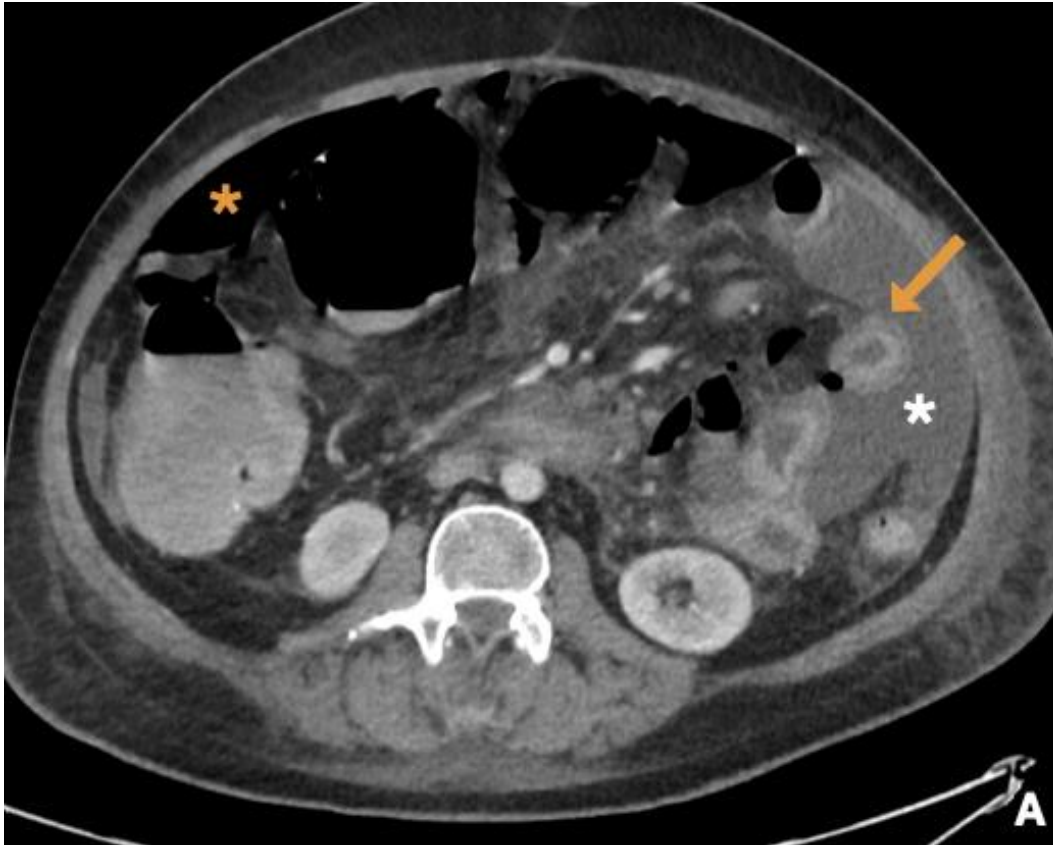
Mujer de 35 años con LNH extranodal con afectación de asas yeyunales (asterisco en A). Durante un ingreso por clínica infecciosa abdominal presenta shock hemorrágico por lo que se realiza TC abdomino-pélvico sin (B) y tras la administración de contraste intravenoso en fases arterial (C) y venosa (D) donde se constata en la luz de un asa yeyunal afectada un foco de extravasación de contraste (flecha amarilla) en fase arterial que aumenta en fase venosa compatible con sangrado arterial activo lo que se confirma en la arteriografía previa al tratamiento endovascular (E).
